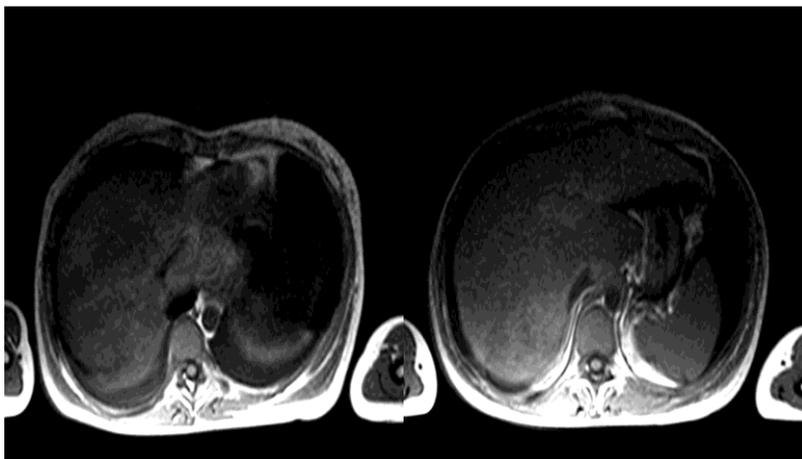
Resonancia Magnética en T1.
